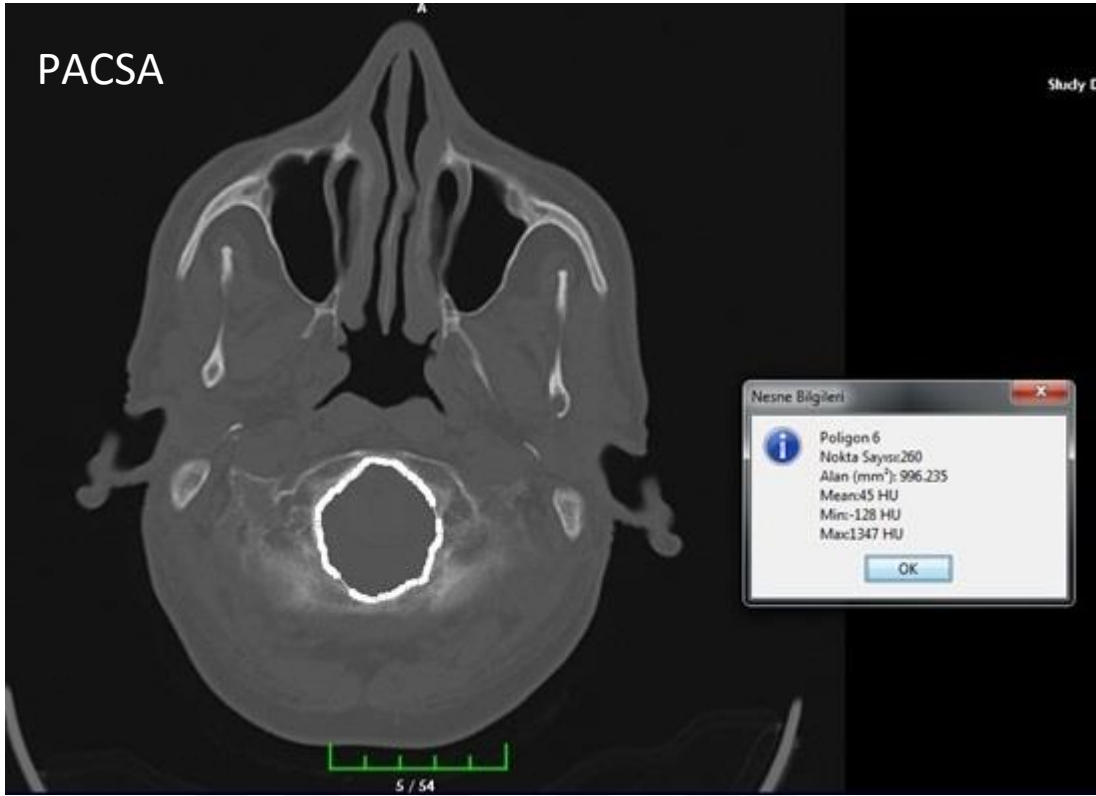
FM'un bilgisayarlı spiral beyin BT'de elde edilen görüntüsü.
